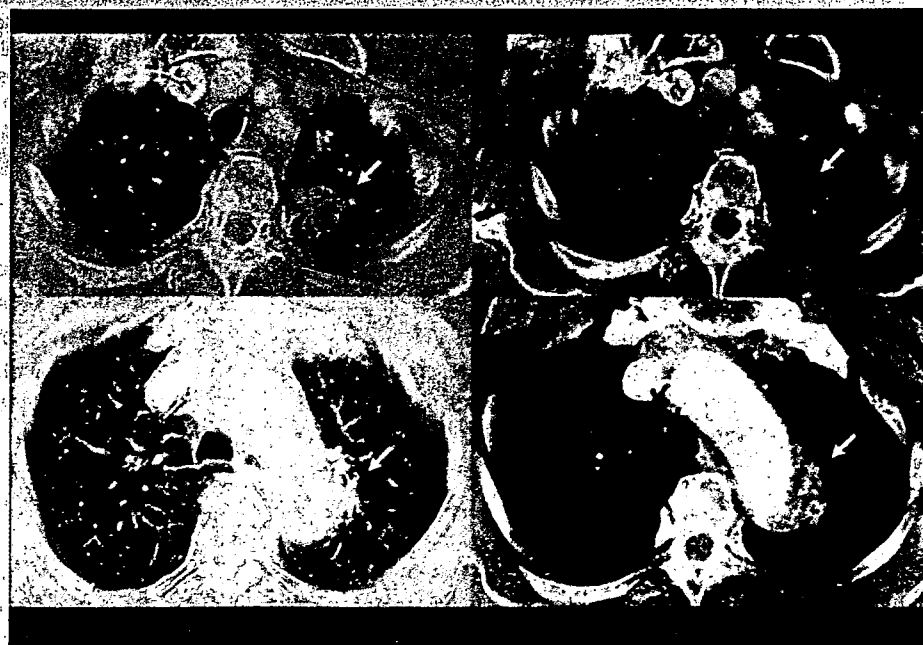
CT image. Two irregular nodular lesions (1 cm and 3 cm in diameter) were observed in the left upper lobe (arrows).
